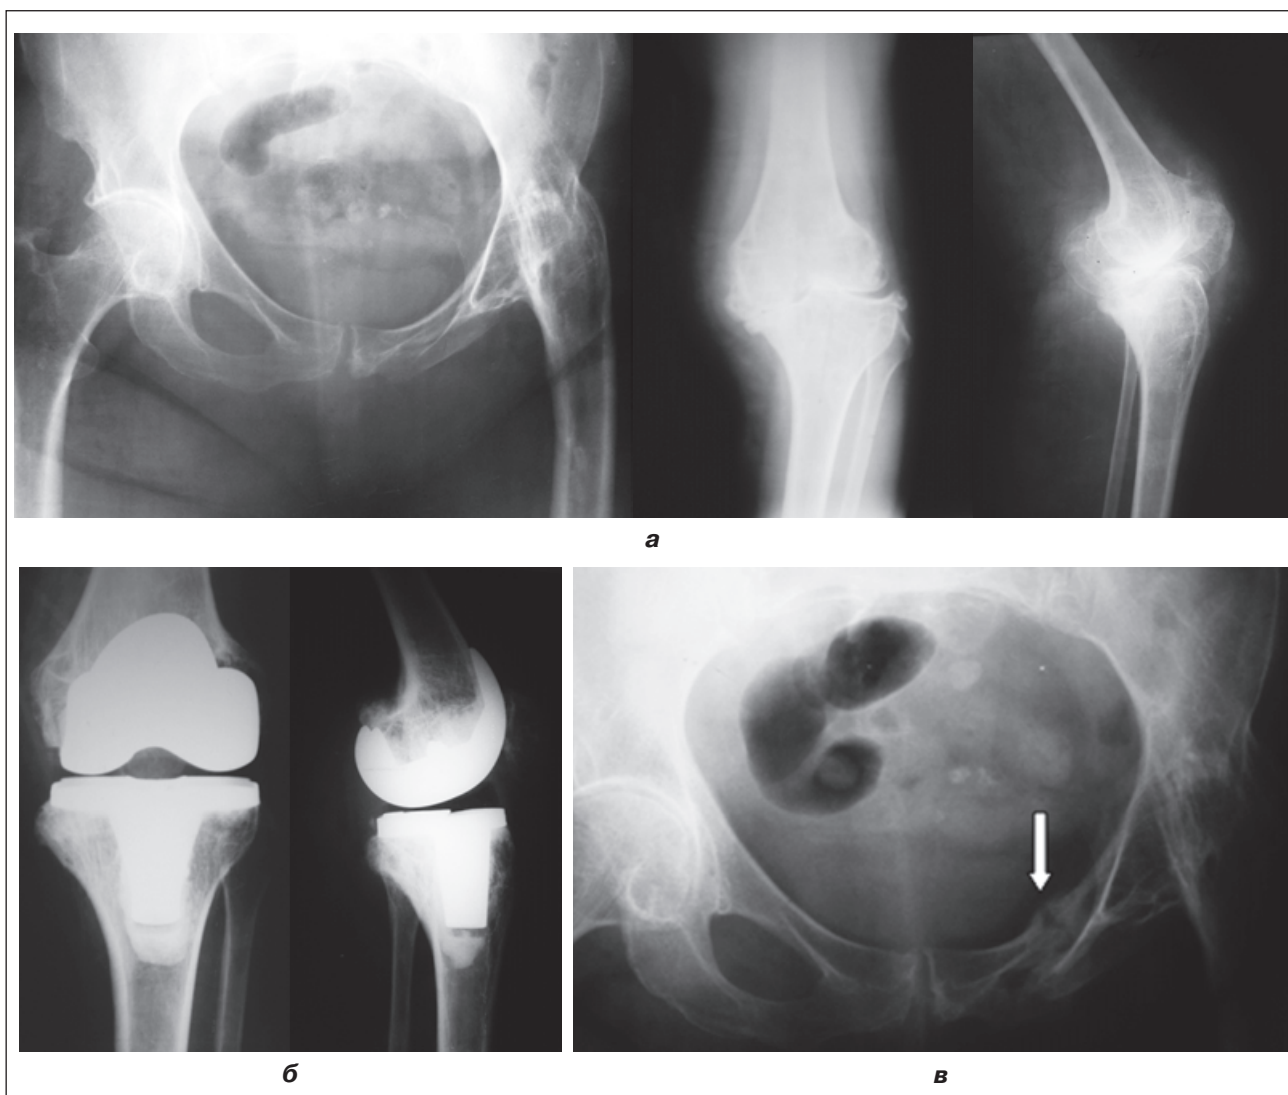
Фотоотпечатки рентгенограмм таза и левого коленного сустава: а — костный анкилоз левого тазобедренного сустава, левосторонний гонартроз; б — эндопротез левого коленного сустава; в — «перелом несостоятельности» ветвей левой лобковой кости (7 месяцев после артропластики коленного сустава)
